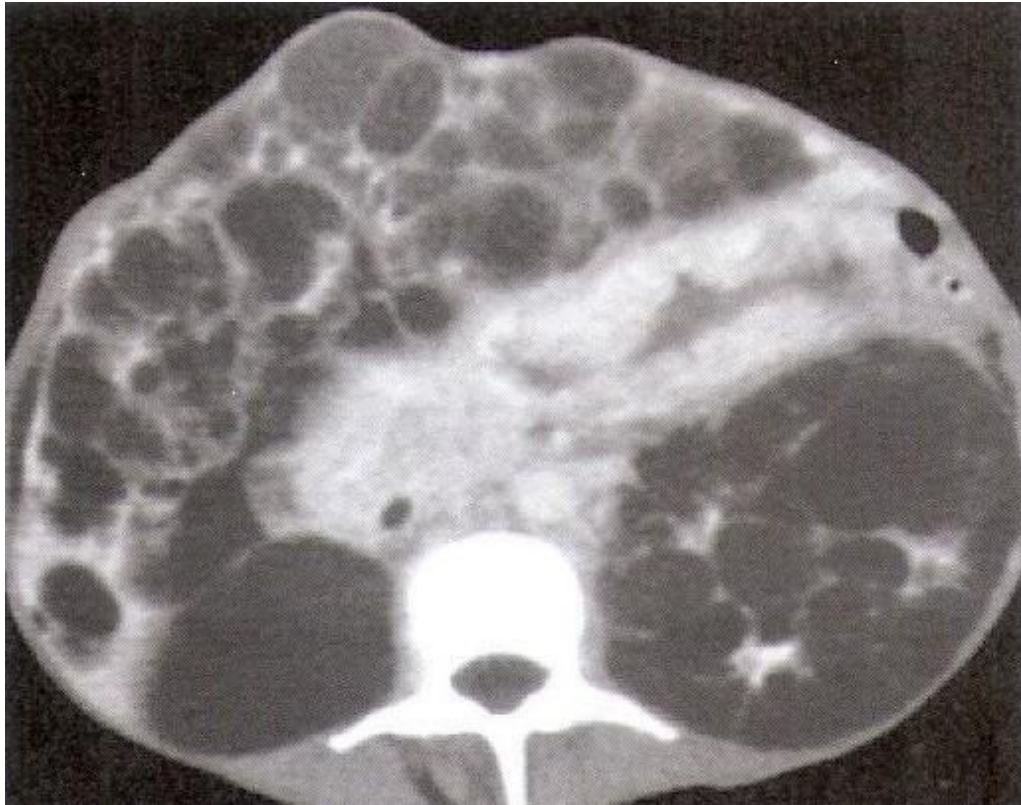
Exame de tomografia computadorizada abdominal demonstrando o rim esquerdo e hepatomegalia anteriormente à direita associada aos inúmeros cistos.
